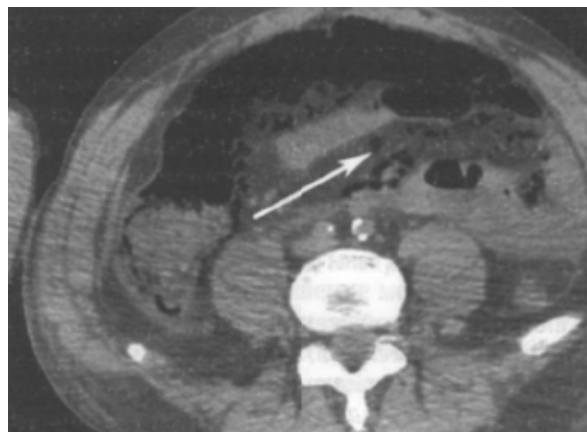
КТ-ангиограмма при тромбозной окклюзии верхней брыжеечной артерии (указана стрелкой) [9].
